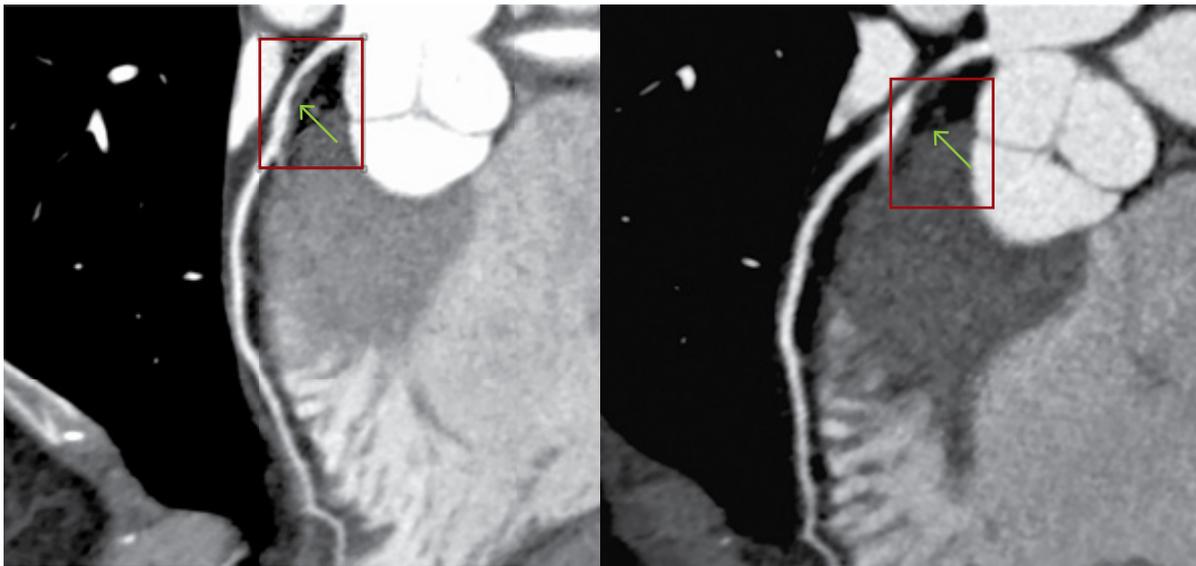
A. Tomografía (TAC) multislice: en cuadro rojo se observa: lesión intermedia no oclusiva con remodelado positivo (flecha verde) en tercio proximal de arteria descendente anterior, sin evidencia de calcio. B. TAC multislice (45 días después): en cuadro rojo se visualiza: lesión severa proximal de arteria descendente anterior, con remodelado positivo (flecha verde), sin contenido cálcico.
